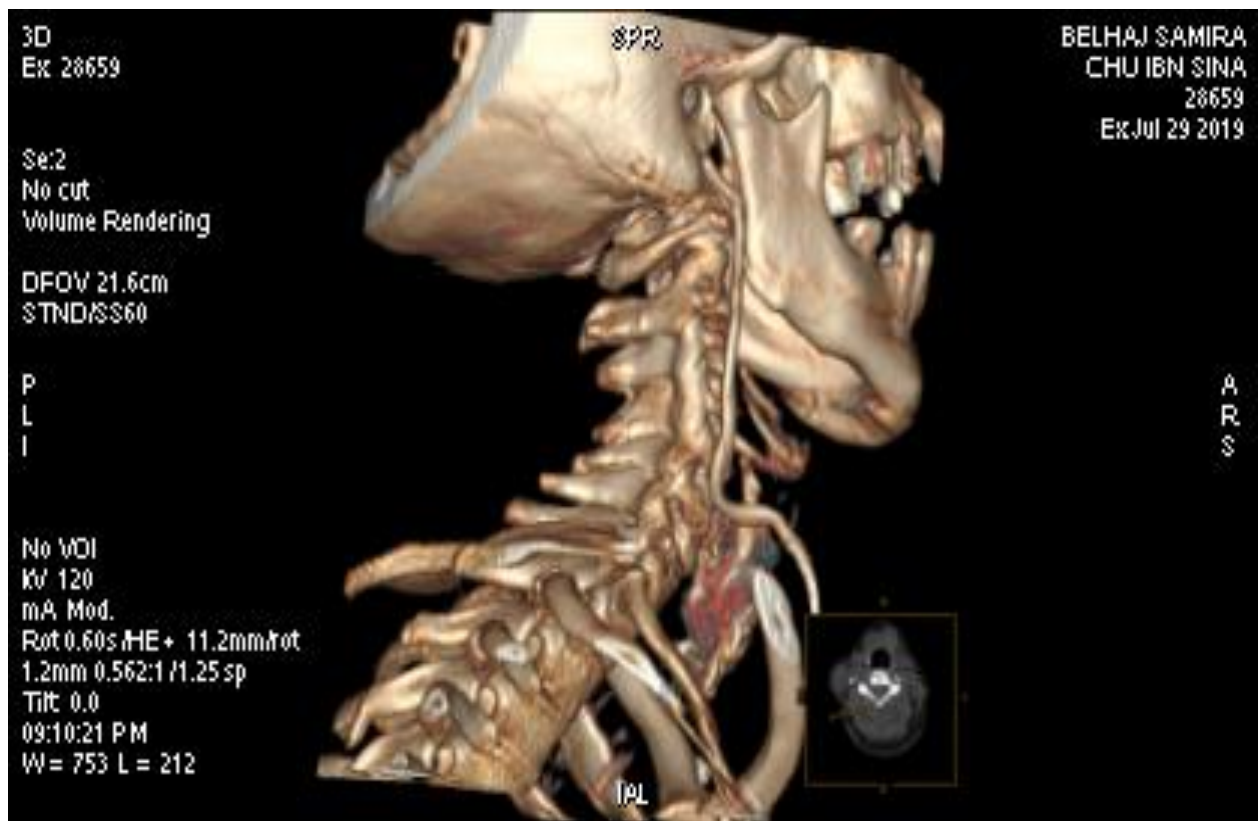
TDM de la base du crâne et du rachis cervical en reconstruction 3D objectivant l'extrémité supérieure du cathéter veineux jugulaire interne qui arrive en regard de la mastoïde.
